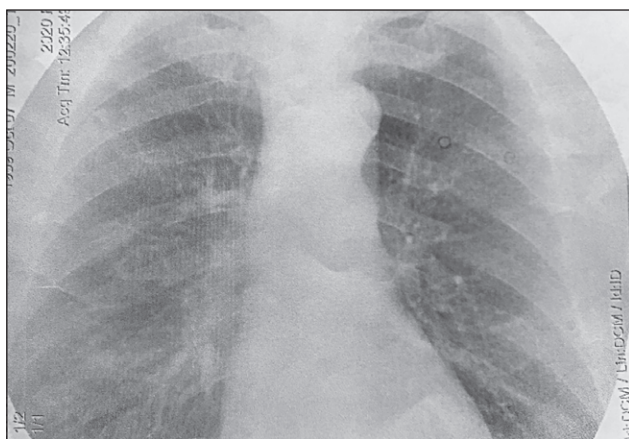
Рентген органів грудної клітки на час госпіталізації в клініку
